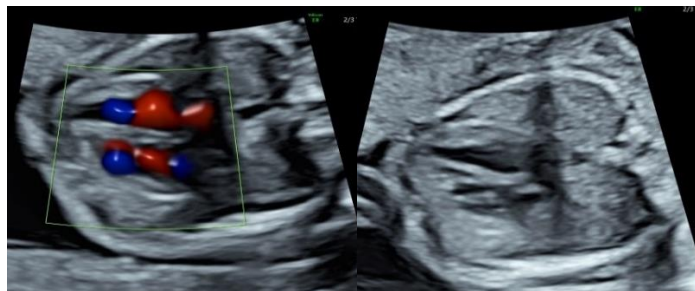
septo interventricular, evaluación con color Doppler y en 2D.
